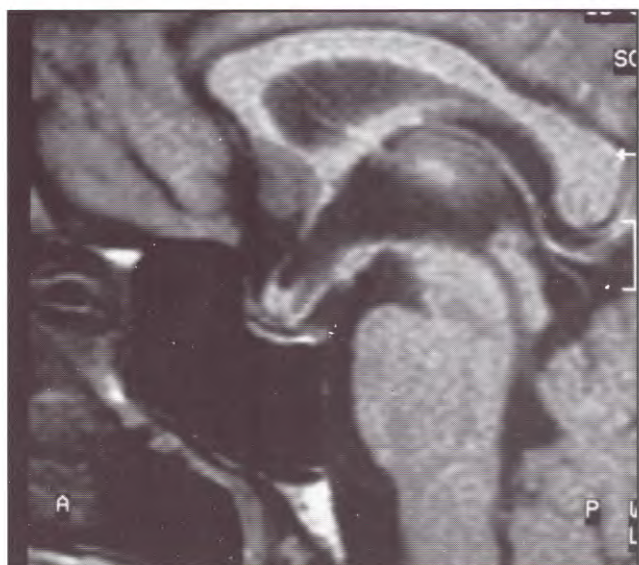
Caso 3: IRM a los siete meses donde se evidencia silla turca vacía.
